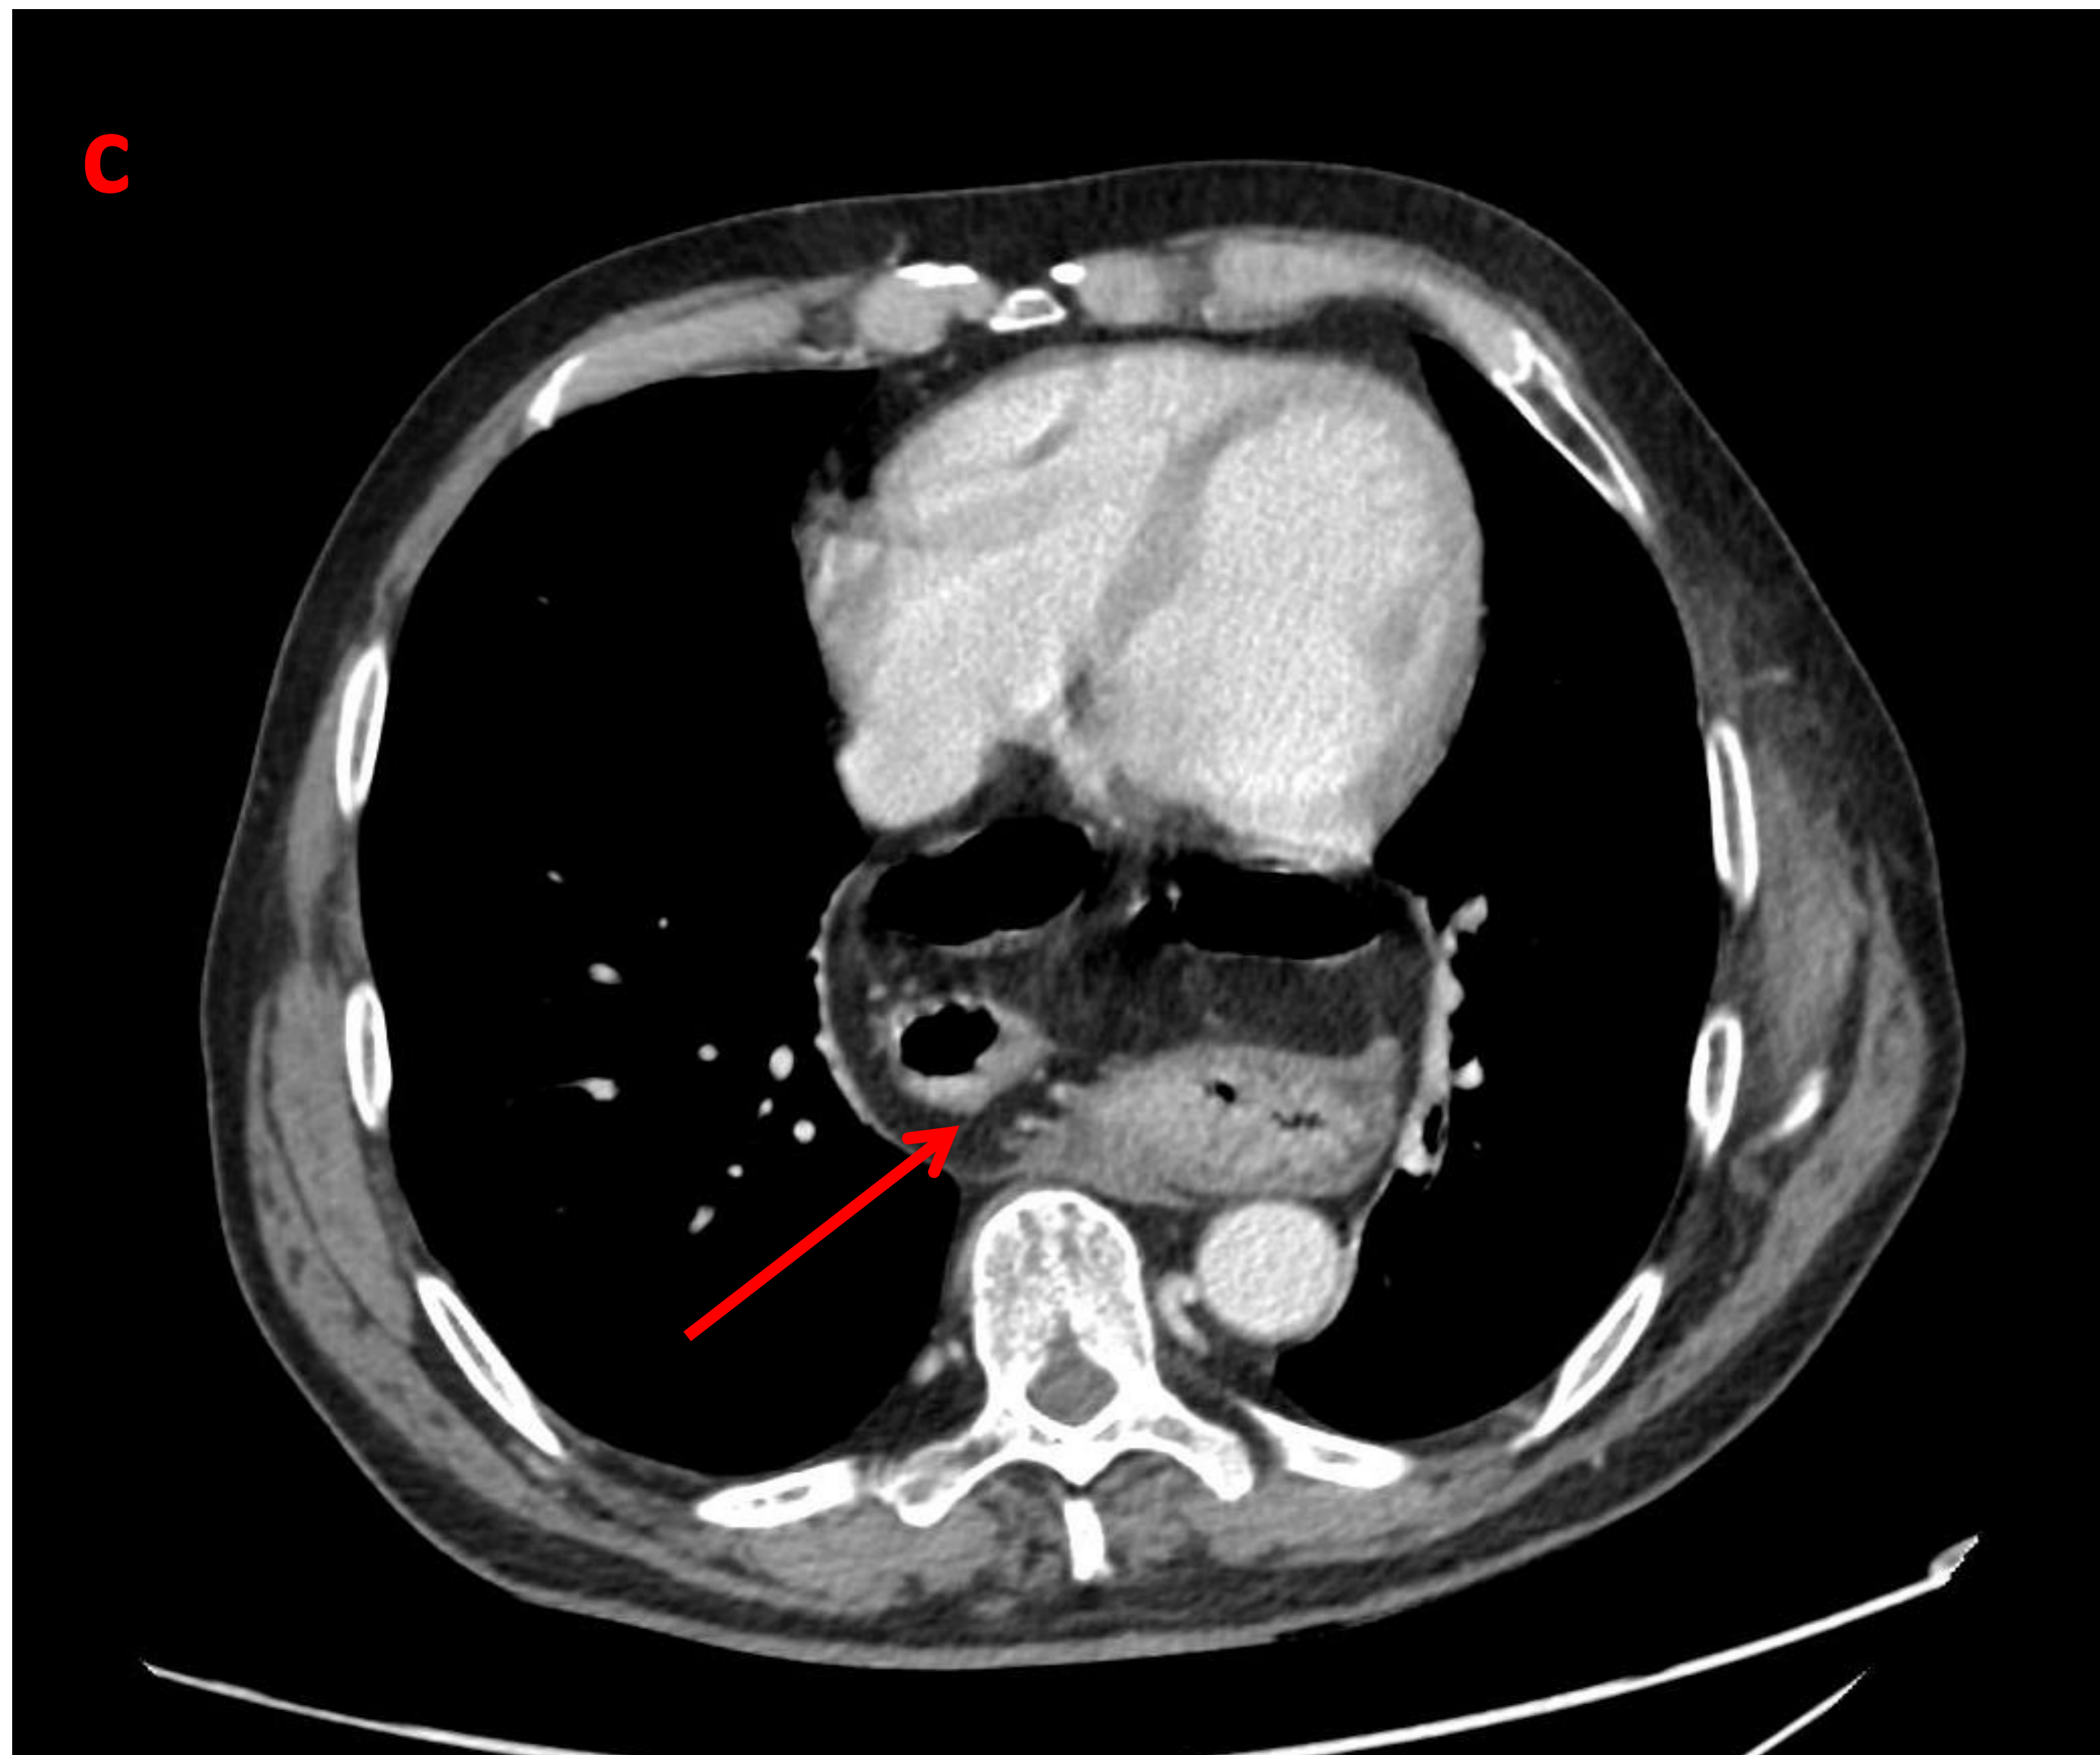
(a,b) Rx de tórax PA y lateral donde se observa una estructura redondeada con nivel hidroaéreo (flechas rojas y cuadrado azul), que sugiere hernia de hiato. En imagen (c), se observa imagen de TC donde se observa con mayor claridad el componente herniado (flecha roja).
